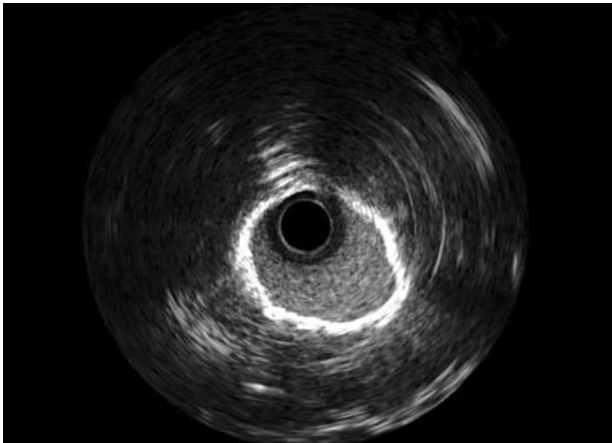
Внутрисосудистое УЗИ проксимального сегмента ПНА после ротационной атерэктомии. Внутренняя поверхность сосуда стала более гладкой; по всей поверхности сосуда появились реверберации
